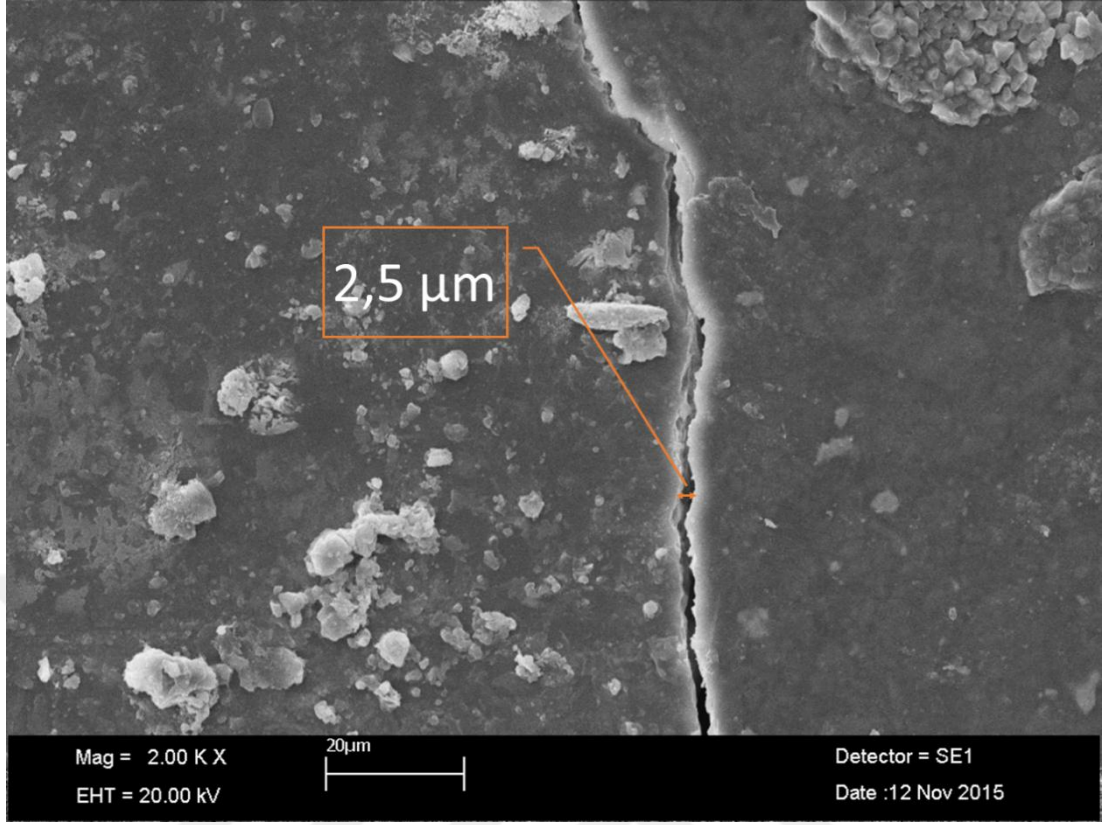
BA+DOM+Ultrasonik grubuna ait örneğin SEM mikrografi.
